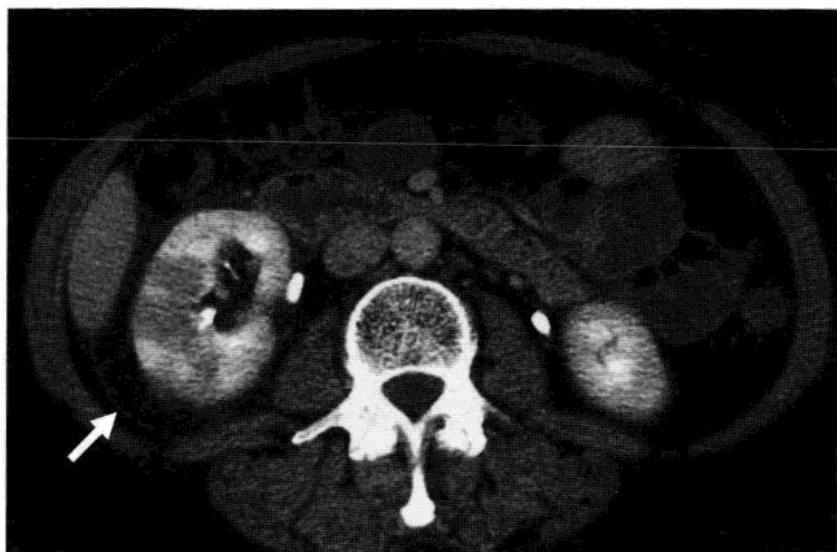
右侧腰部疼痛和高烧患者的增强 CT 显示右肾低强化区(低密度区),符合急性肾盂肾炎表现。也显示了肾周脂肪的炎性浸润(条索状)和肾筋膜的轻微增厚(箭头)。
